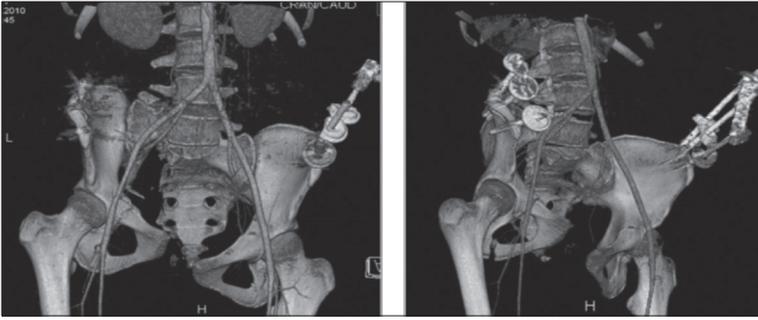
2б. МСКТ — ангиография с 3D реконструкцией. Состояние после металлоостеосинтеза костей таза. Вертикальный сдвиг (тип С по Tile) с трансформинальным оскольчатый переломом крестца справа. Перелом переднего тазового кольца с обеих сторон, правого поперечного отростка L5.
